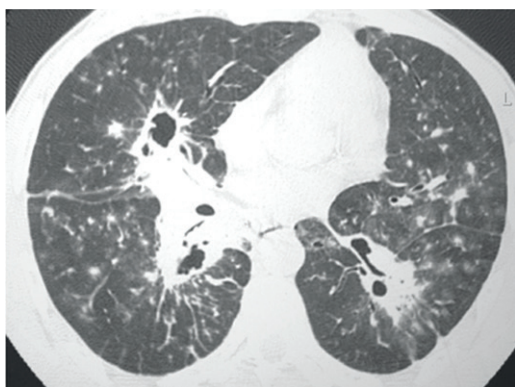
TC de tórax de paciente com forma crônica de PCM. Imagem no terço médio dos pulmões mostra lesões escavadas de paredes espessas e irregulares, bilaterais. Destacam-se ainda múltiplos nódulos esparsos, sólidos e em vidro fosco.
